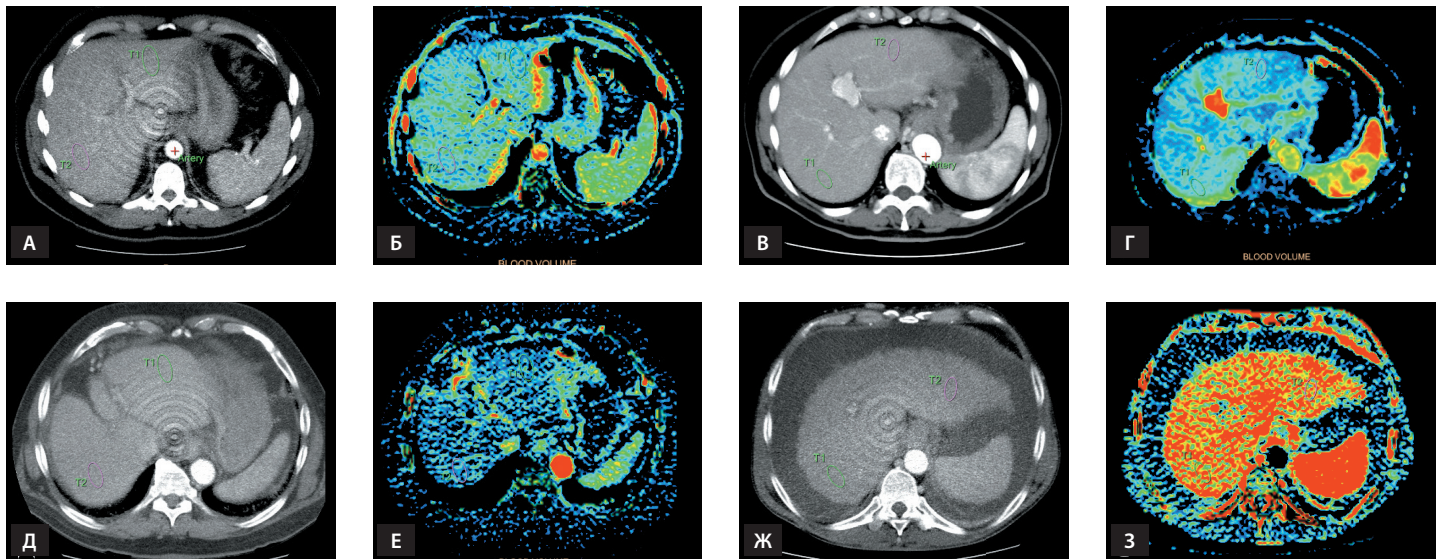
Значения параметра BV (blood volume – объем крови в общей массе ткани органа) у пациентов с разными степенями фиброза по условной шкале МЕТАВИР (с учетом степени тяжести цирроза). T1, T2 – зоны интереса в III и VII сегментах (для А, Б, Д, Е) и в VII и III сегментах (для В, Г, Ж, З). Перфузионные карты на уровне III, VII сегментов печени (аксиальная проекция): А – компьютерная томограмма (КТ) в аксиальной проекции с внутривенным введением контрастного вещества у пациента с F1 стадией фиброза по МЕТАВИР; Б – соответствующая перфузионная карта BV (ROI III – 10,6 мл/100 г, ROI VII – 11,7 мл/100 г); В – КТ в аксиальной проекции с внутривенным введением контрастного вещества у пациента с F4 стадией фиброза по МЕТАВИР, компенсированный цирроз печени; Г – соответствующая перфузионная карта BV (ROI III – 9,81 мл/100 г, ROI VII – 10,5 мл/100 г); Д – КТ в аксиальной проекции с внутривенным введением контрастного вещества у пациента с F4 стадией фиброза по МЕТАВИР, субкомпенсированный цирроз печени; Е – соответствующая перфузионная карта BV (ROI III – 7,1 мл/100 г, ROI VII – 6,9 мл/100 г); Ж – КТ в аксиальной проекции с внутривенным введением контрастного вещества у пациента с F4 стадией фиброза по МЕТАВИР, декомпенсированный цирроз печени; З – соответствующая перфузионная карта BV (ROI III – 29,3 мл/100 г, ROI VII – 31,7 мл/100 г)
